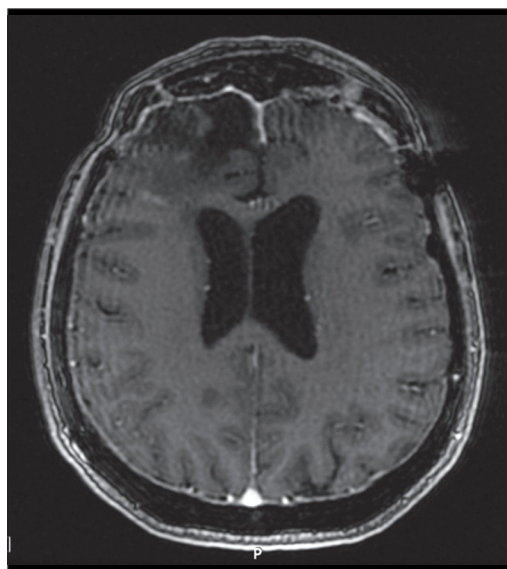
Resonancia magnética craneal posquirúrgica.
